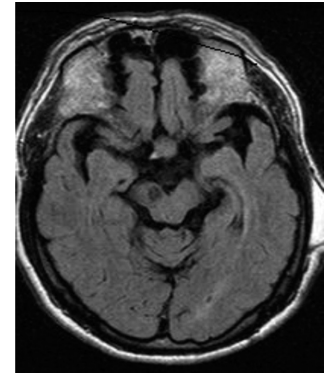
A 57-year-old hypertensive man developed acute-onset left-sided Parkinsonism with postural tremor combined with pyramidal signs. T1-weighted brain magnetic resonance imaging showed a strategic infarct in the right substantia nigra. Patient had a partial response to L-dopa.
